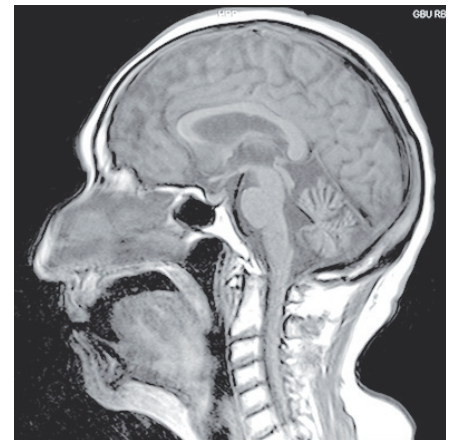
Снимок МРТ больной Г., 1960 г.р. На изображении, взвешенном по T1 в сагитальной проекции, определяются атрофические изменения мозжечка, легкие атрофические изменения варолиева моста. Отмечается умеренное расширение базальных цистерн. Соотношения в краниовертебральном переходе не нарушены
